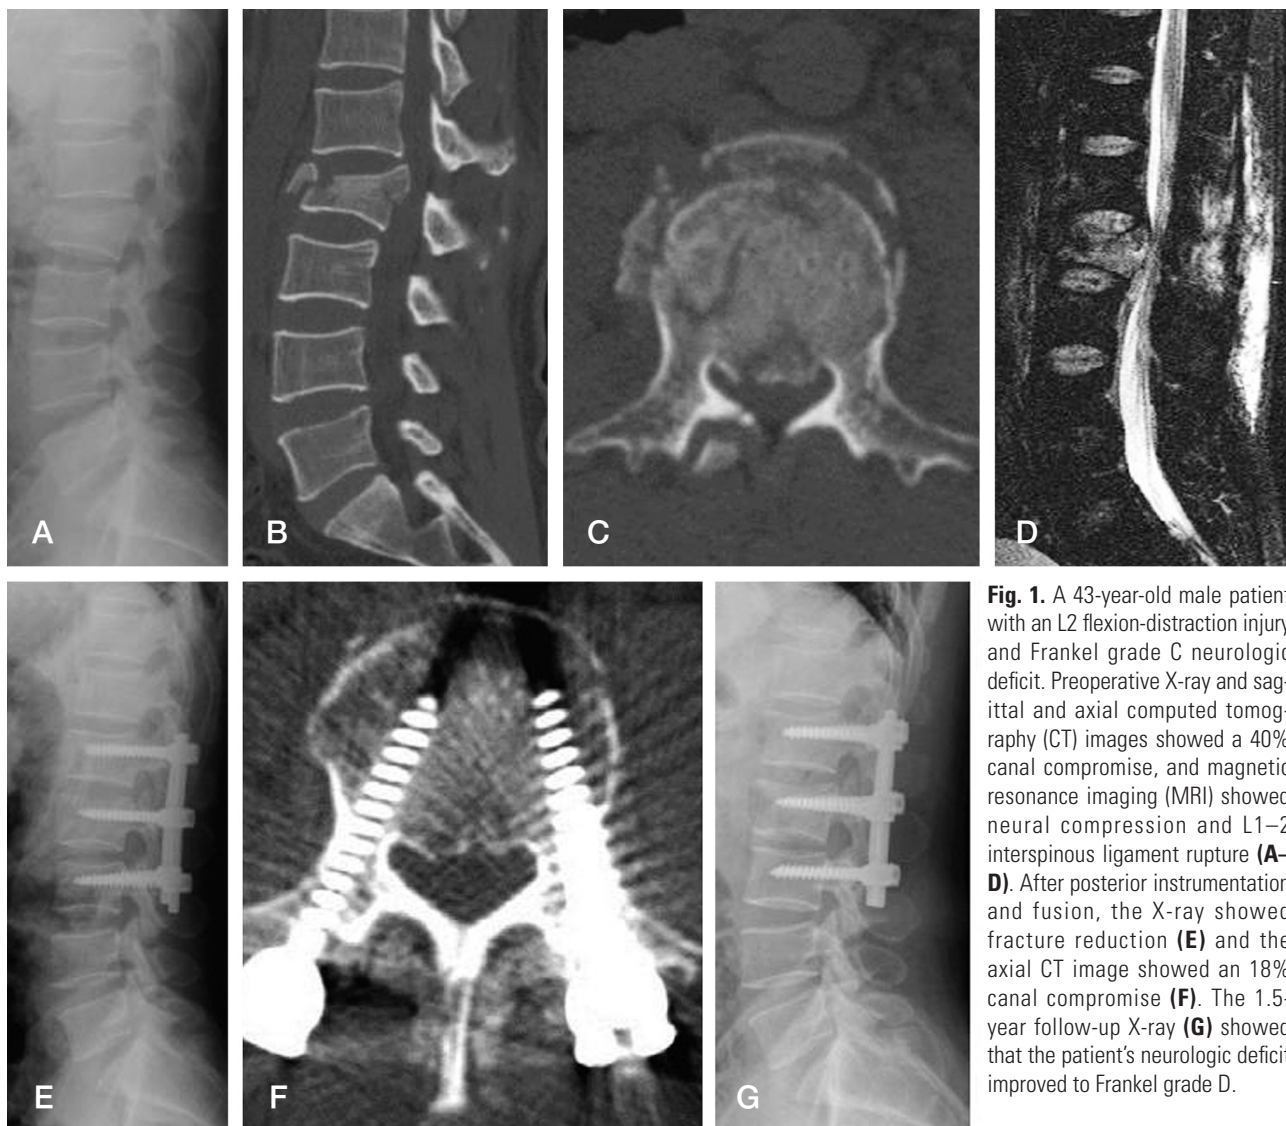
A 43-year-old male patient with an L2 flexion-distraction injury and Frankel grade C neurologic deficit. Preoperative X-ray and sagittal and axial computed tomography (CT) images showed a 40% canal compromise, and magnetic resonance imaging (MRI) showed neural compression and L1–2 interspinous ligament rupture (A–D). After posterior instrumentation and fusion, the X-ray showed fracture reduction (E) and the axial CT image showed an 18% canal compromise (F). The 1.5-year follow-up X-ray (G) showed that the patient's neurologic deficit improved to Frankel grade D.
